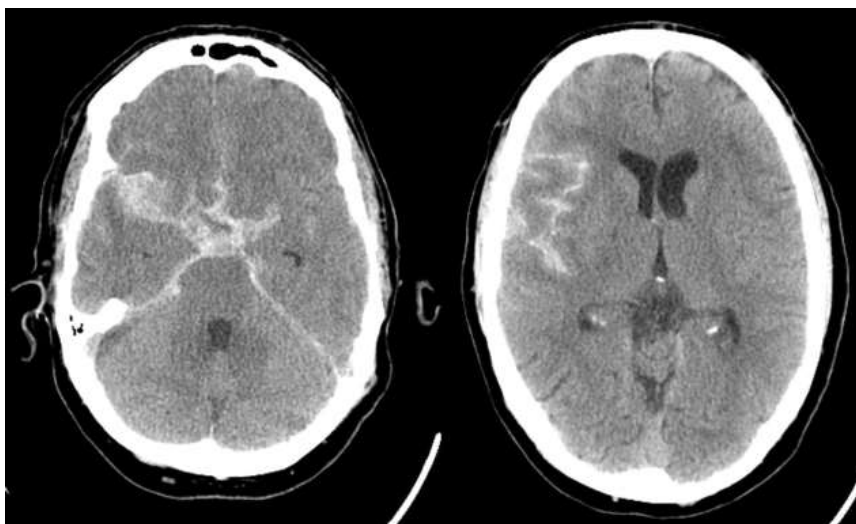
КТ головного мозга.
